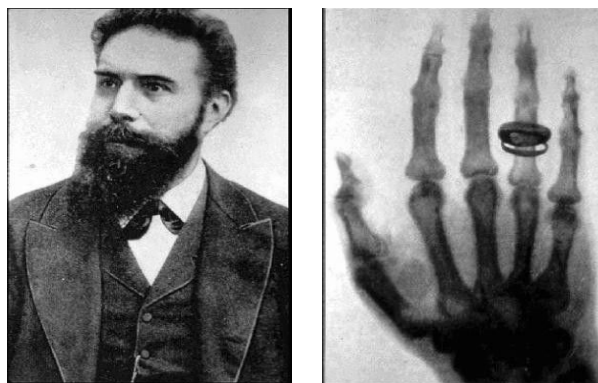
Wilhelm Röntgen e primeira radiografia, mão de sua esposa. Fonte: *Wilhelm Conrad Röntgen and the Early History of the Roentgen Rays* de Otto Glasser, 1934.
